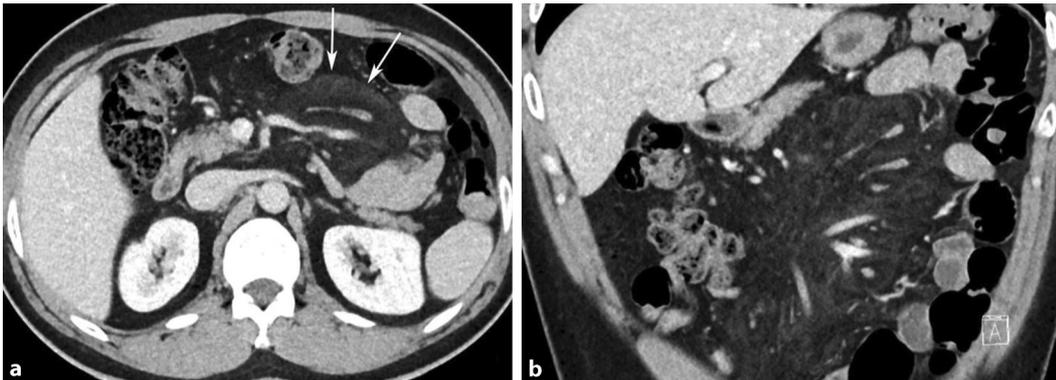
▲ 45-jähriger asymptomatischer Patient mit feinretikulären Verdichtungen des mesenterischen Fettgewebes im venösen CT Abdomen axial (a) (Pfeile) und koronal (b), typische Aussparung der perivaskulären Areale („halo sign“), Ausbildung einer Pseudokapsel und geringe Verdrängung von Darmschlingen, einer mesenterischen Pannikulitis entsprechend
